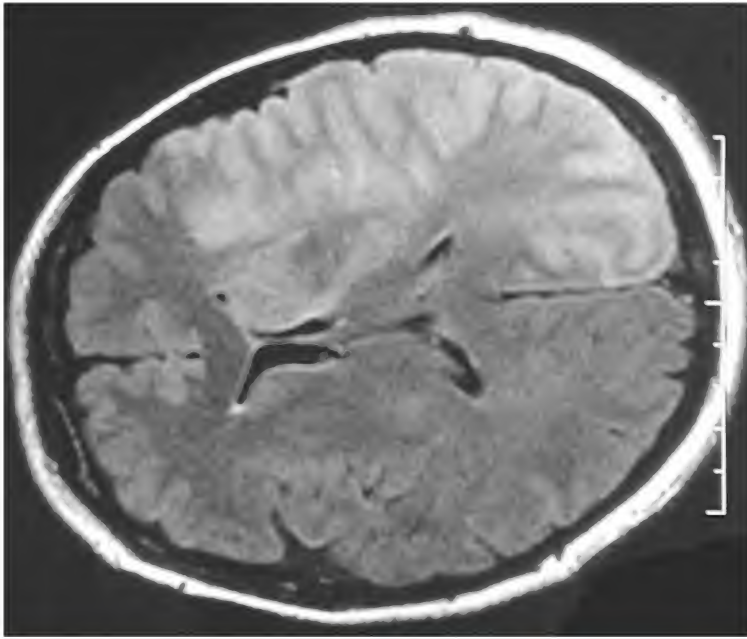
Infarto cerebral agudo, resonancia magnética
